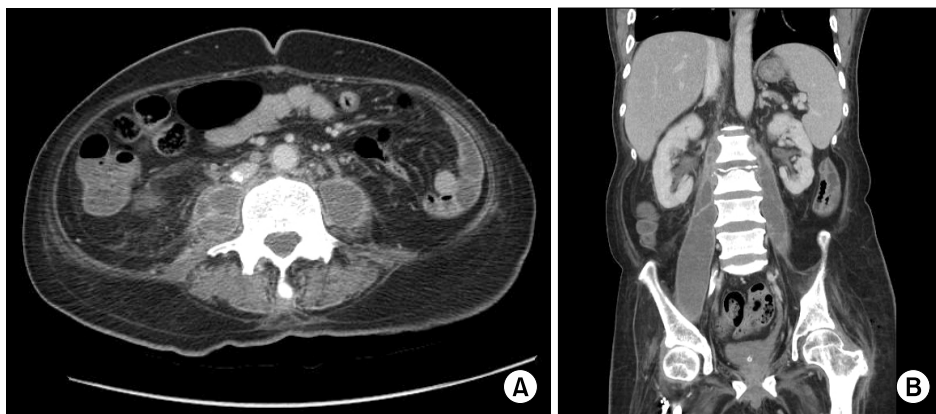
Enhanced axial (A) and coronal (B) abdominal CT showing multiloculated and multiseptated cystic change in bilateral psoas muscle (extending to ilium, Right > Left).
